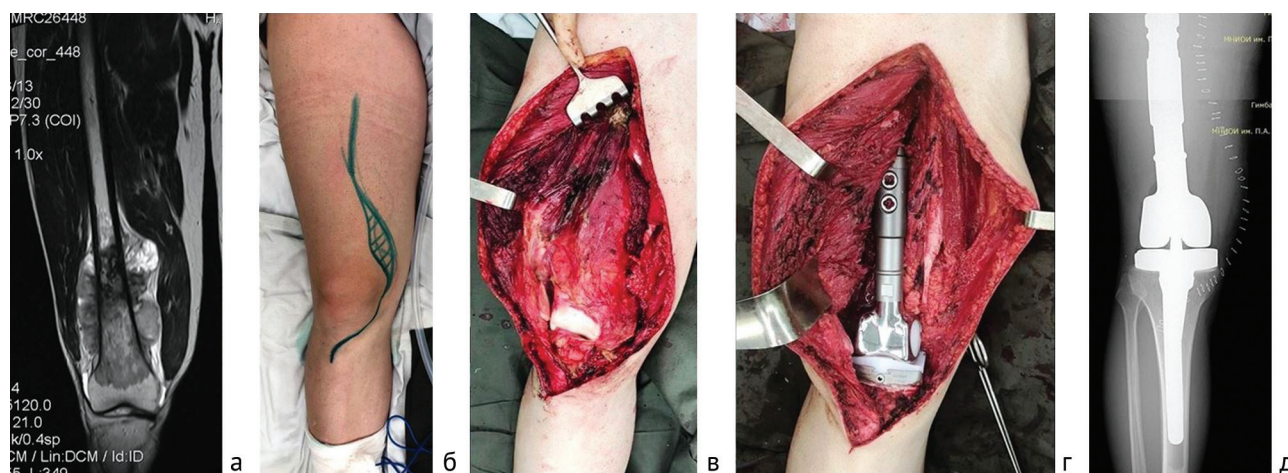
а – МРТ остеосаркомы дистального отдела бедренной кости; б – хирургический доступ; в – мобилизованная от окружающих мягких тканей опухоль; г – установленный эндопротез коленного сустава; д – рентгенограмма после операции
